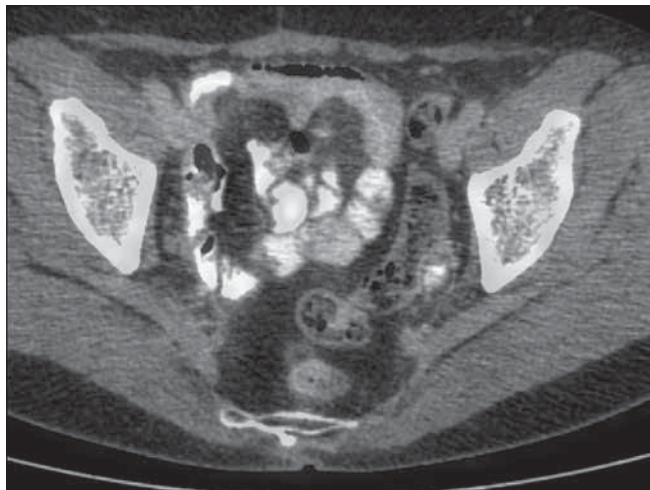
Obraz PET/CT jamy brzusznej przedstawiający charakterystyczne dla raka jajnika przerzuty do sieci większej.
